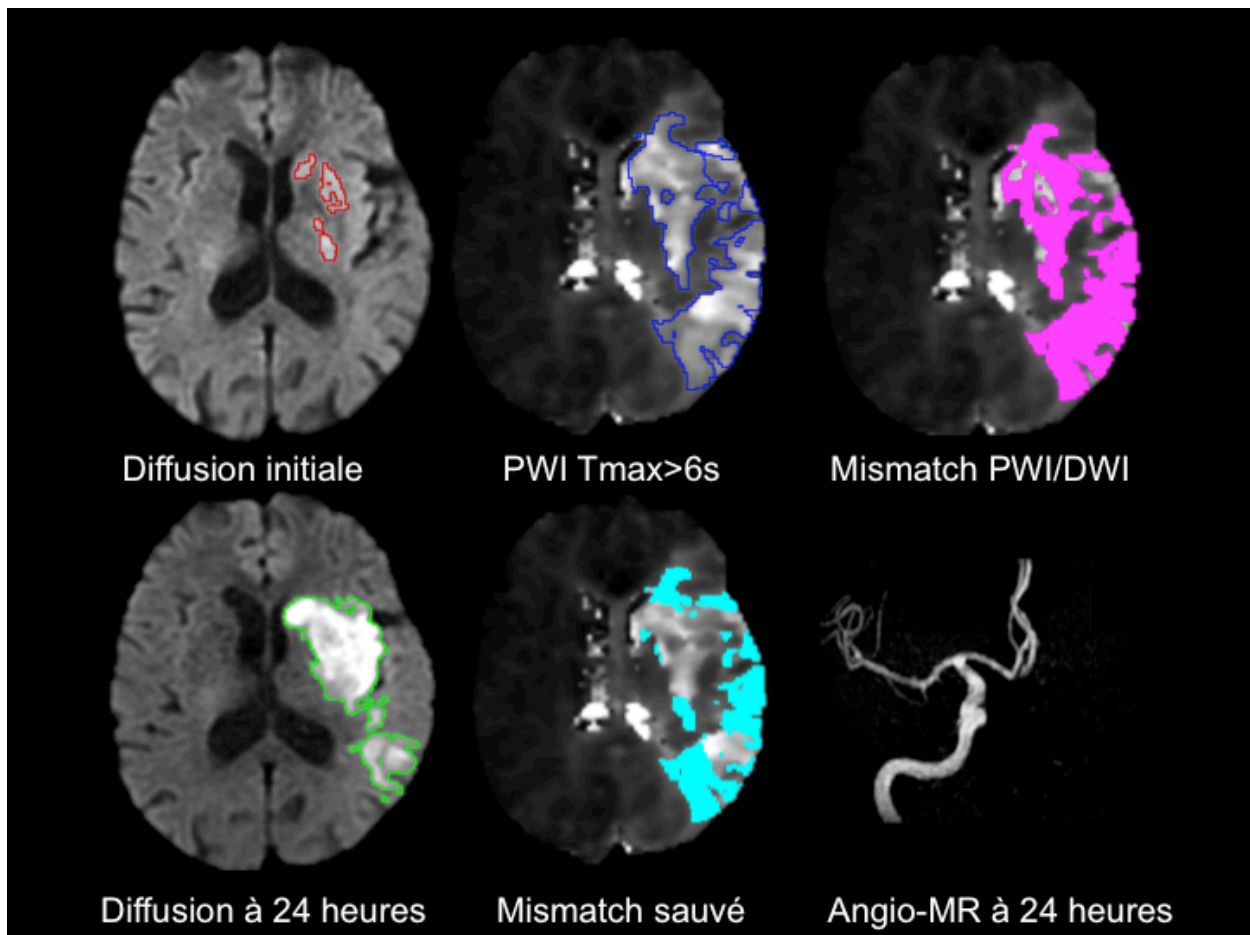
IRM initiale et de suivi à 24 heures chez une patiente de 65 ans avec infarctus du territoire sylvien gauche sur occlusion de l'artère carotide interne (non illustrée), thrombolysée 108 minutes après le début des symptômes (NIHSS initial =12). L'IRM initiale montre un large mismatch PWI/DWI (93,2 ml) dont 59% (55ml) a été sauvé à 24 heures (NIHSS à 24 heures= 16) malgré l'absence de recanalisation.
